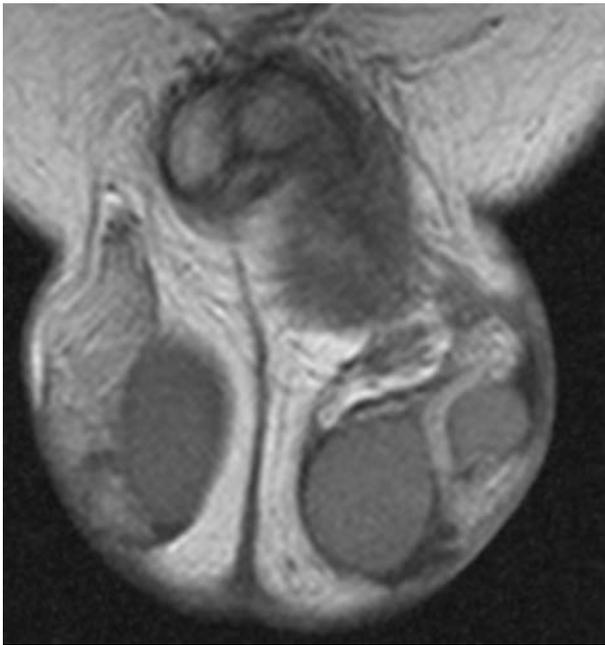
Imagen de la RMN. En bolsa escrotal izquierda se evidencia una masa de aproximadamente 12x12 mm de medida, extratesticular, lateral al testículo izquierdo y que podría corresponder con una duplicación testicular.
